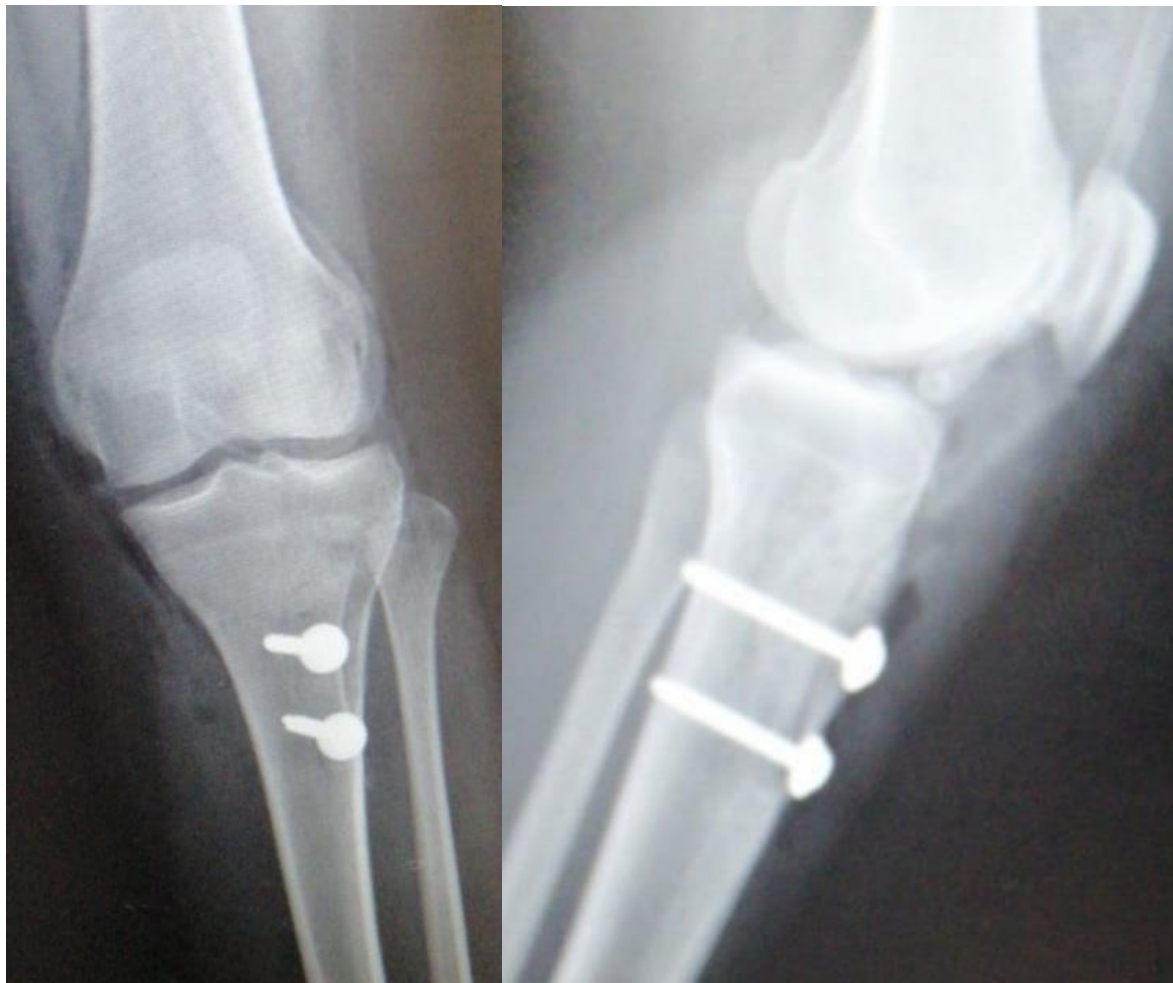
Radiographies de contrôle post-opératoire d'une transposition de la TTA chez une patiente de 25 ans.
